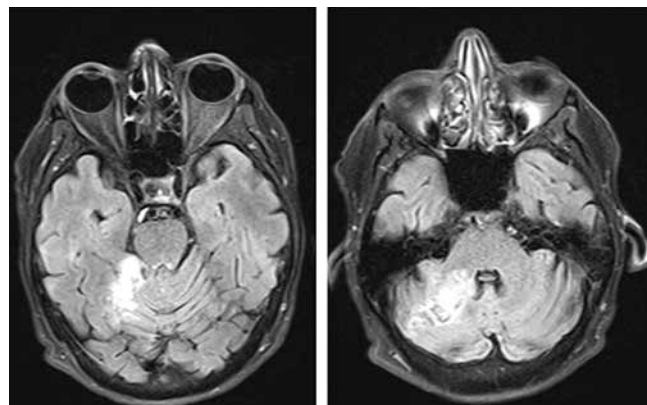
Magnetic resonance imaging of the brain on day 12 after surgery (axial projection). Postischemic cystic gliotic changes in predominantly cortical parts of the right cerebellar hemisphere in the system of the right superior cerebellar artery
